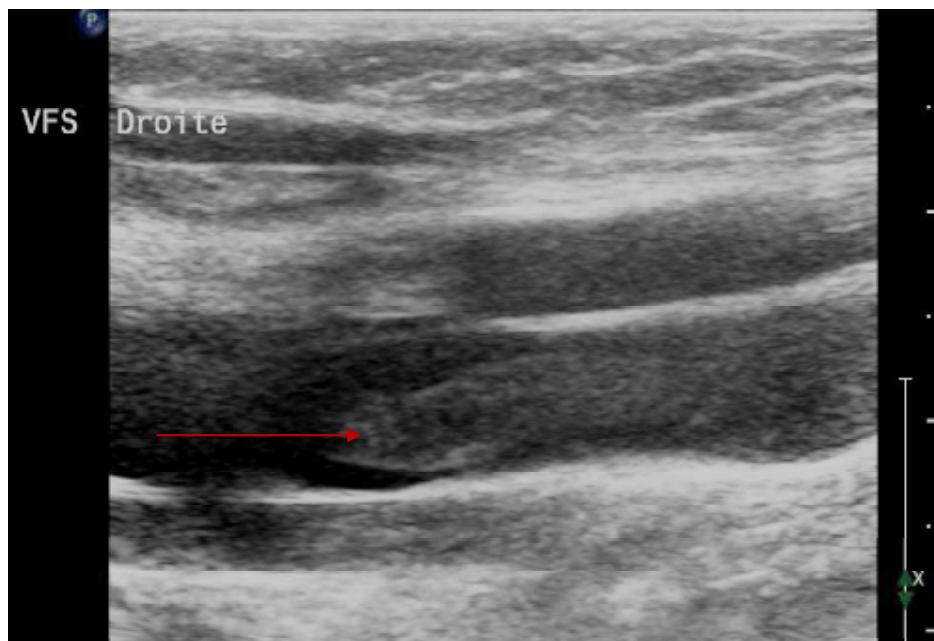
Echographie doppler des membres inférieurs montrant un thrombus au niveau de la veine fémorale superficielle droite.
